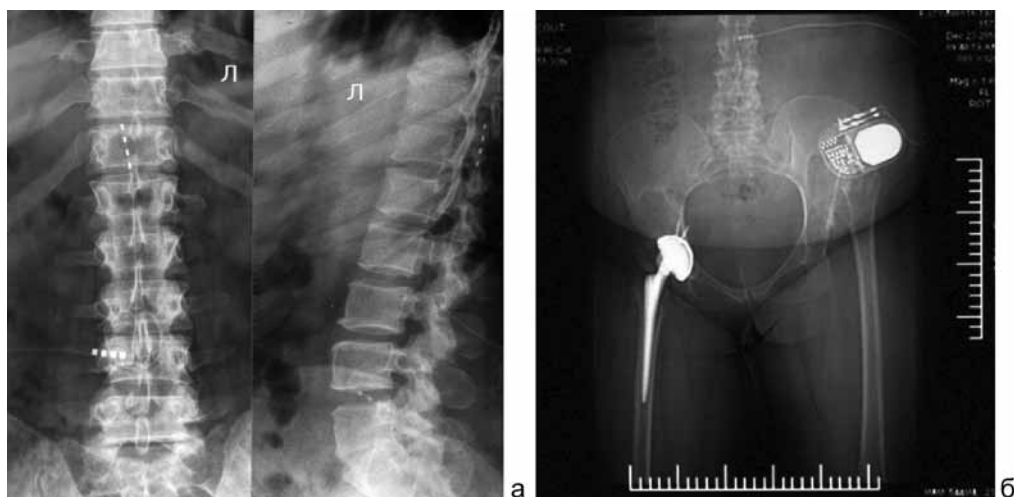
Рентгенограммы пациентки А., 38 лет: а – имплантированный постоянный эпидуральный электрод на уровне Th11 – L1; б – имплантированный постоянный коннектор и генератор импульсов в левую подвздошную область
